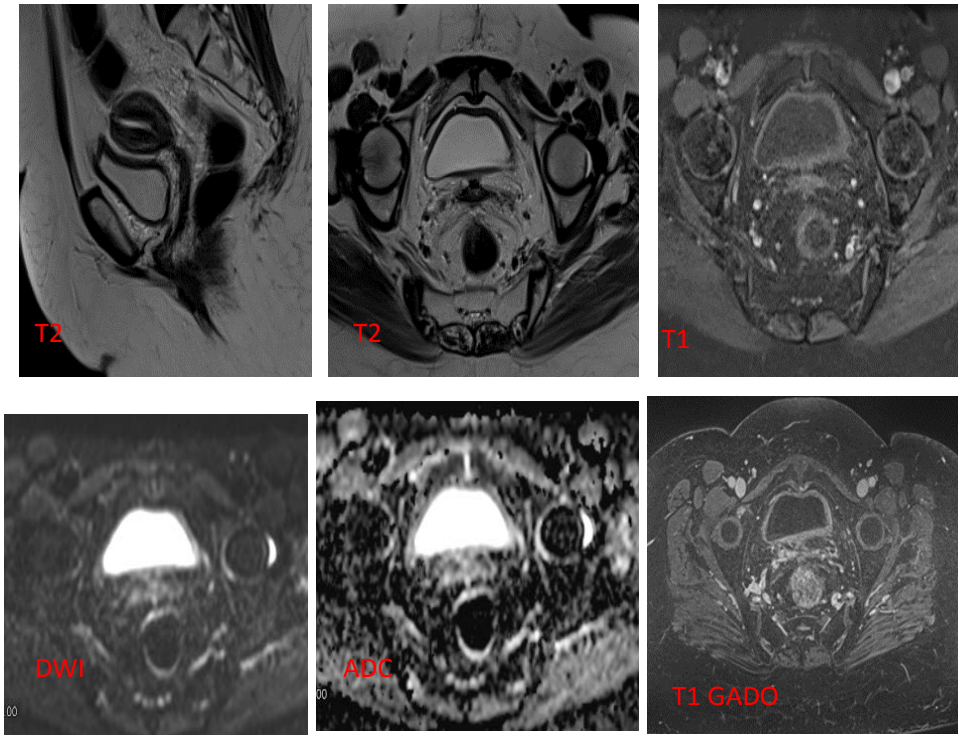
Réponse thérapeutiqueselon l'IRM précoce de suivi
